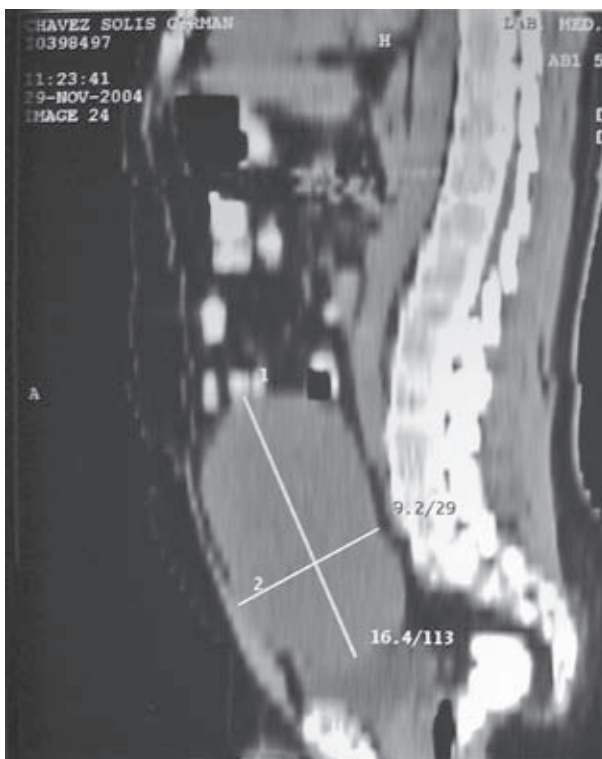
Tomografía axial computarizada; reconstrucción sagital.
